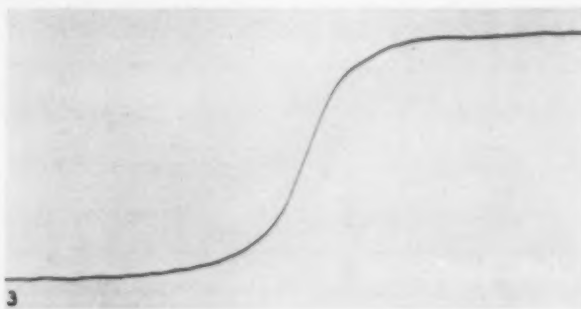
Mikrophotometerkurve des Unschärfeverlaufes auf Röntgenpapier.
